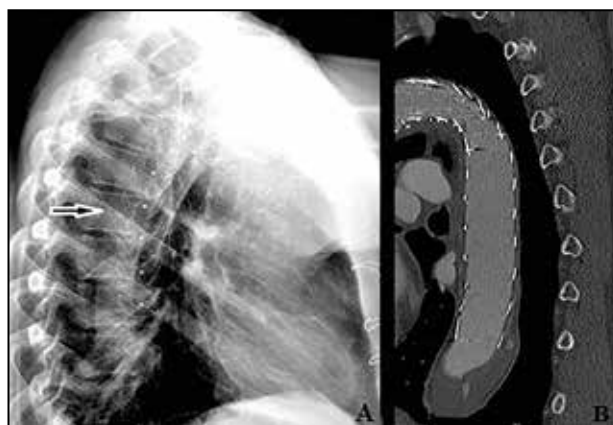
Lateral chest X-ray image (A) after implantation of the Thoraflex Hybrid™ graft and sagittal thoracic CT (B), showing complete thrombosis of the false lumen
